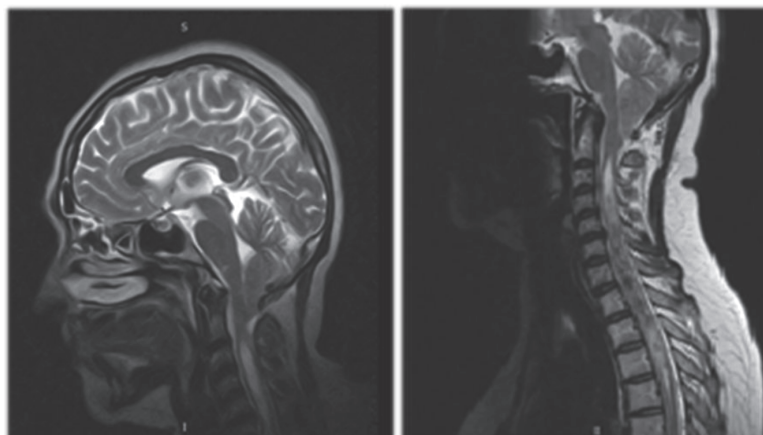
Т2-взвешанный МРТ головного мозга (а) и шейного отдела позвоночника (б) в сагиттальной плоскости
